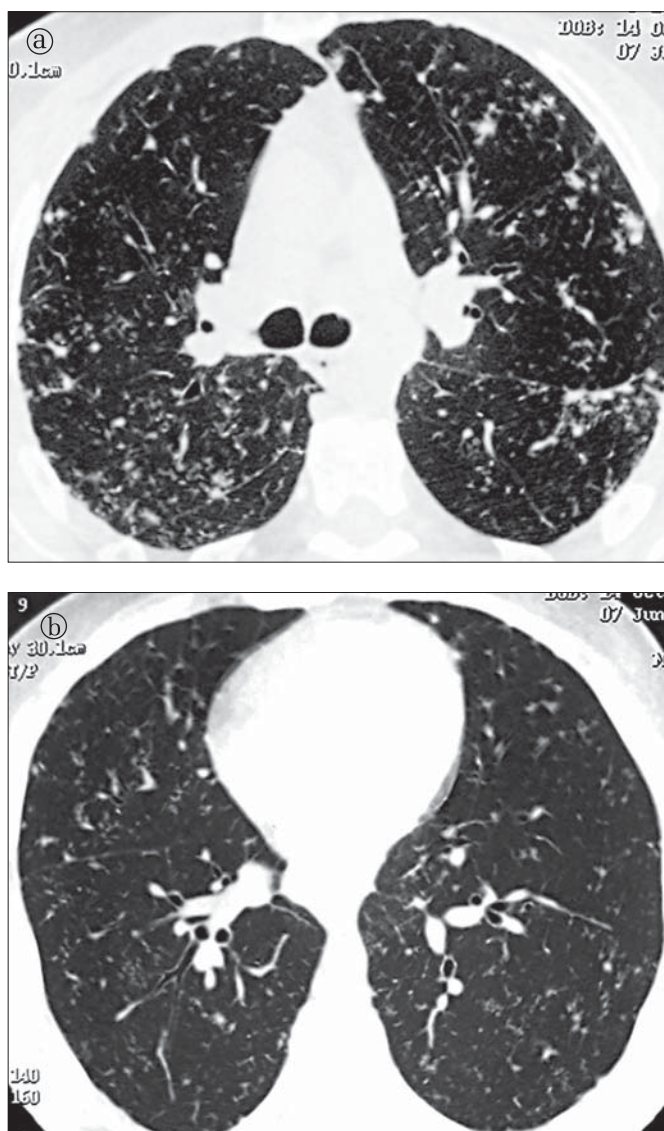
Secțiuni toracice axiale CT în fereastră de parenchim pulmonar cu rezoluție înaltă într-un caz cu sarcoidoză.
